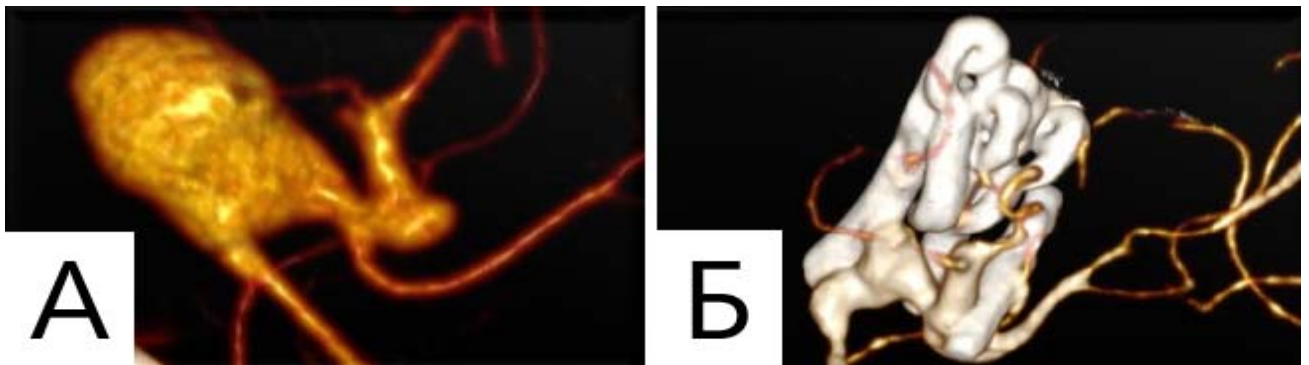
Клипирование фузиформной аневризмы А3 сегмента ПМА. А. КТ-ангиография до клипирования ЦА; Б. КТ-ангиография после клипирования, определяется остаток аневризмы (FR3)
